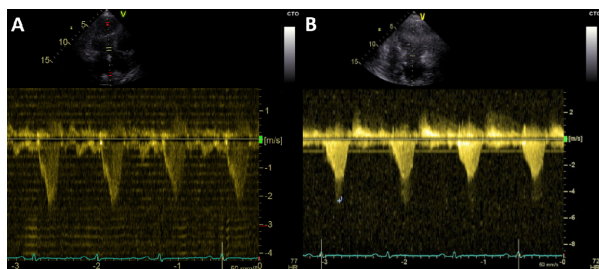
Tentativo di svezzare il paziente dal supporto circolatorio meccanico. Il Doppler TTE mostrava l'assenza di LVOTO durante il funzionamento di Impella (A), mentre, per ricomparire invariato, quando il dispositivo veniva posto in modalità standby (B) con ipotensione marcata associata.
